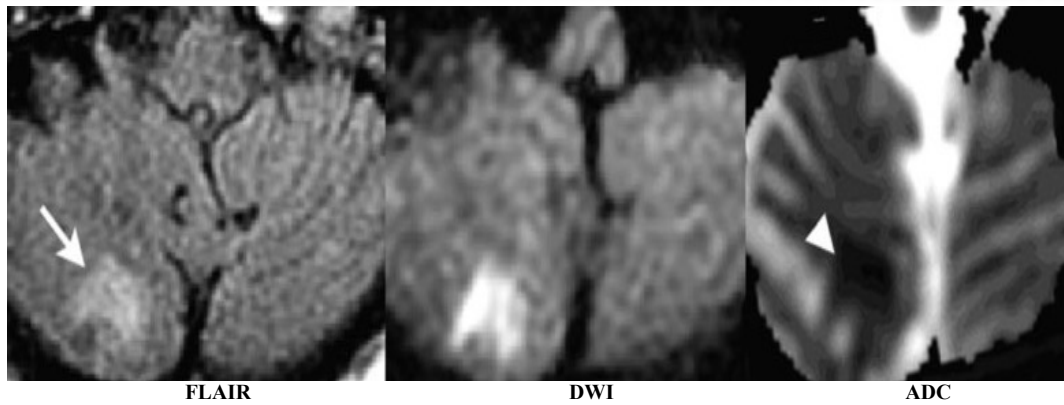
imagens de mulher de 86 anos após AVC, 48 horas após um AVC, demonstram uma lesão (seta estreita) no lobo direito do cerebelo, com elevada intensidade de sinal no FLAIR, que pode ser facilmente visualizada na DWI. Esta isquemia aguda é confirmada pela diminuição do ADC (seta larga).
